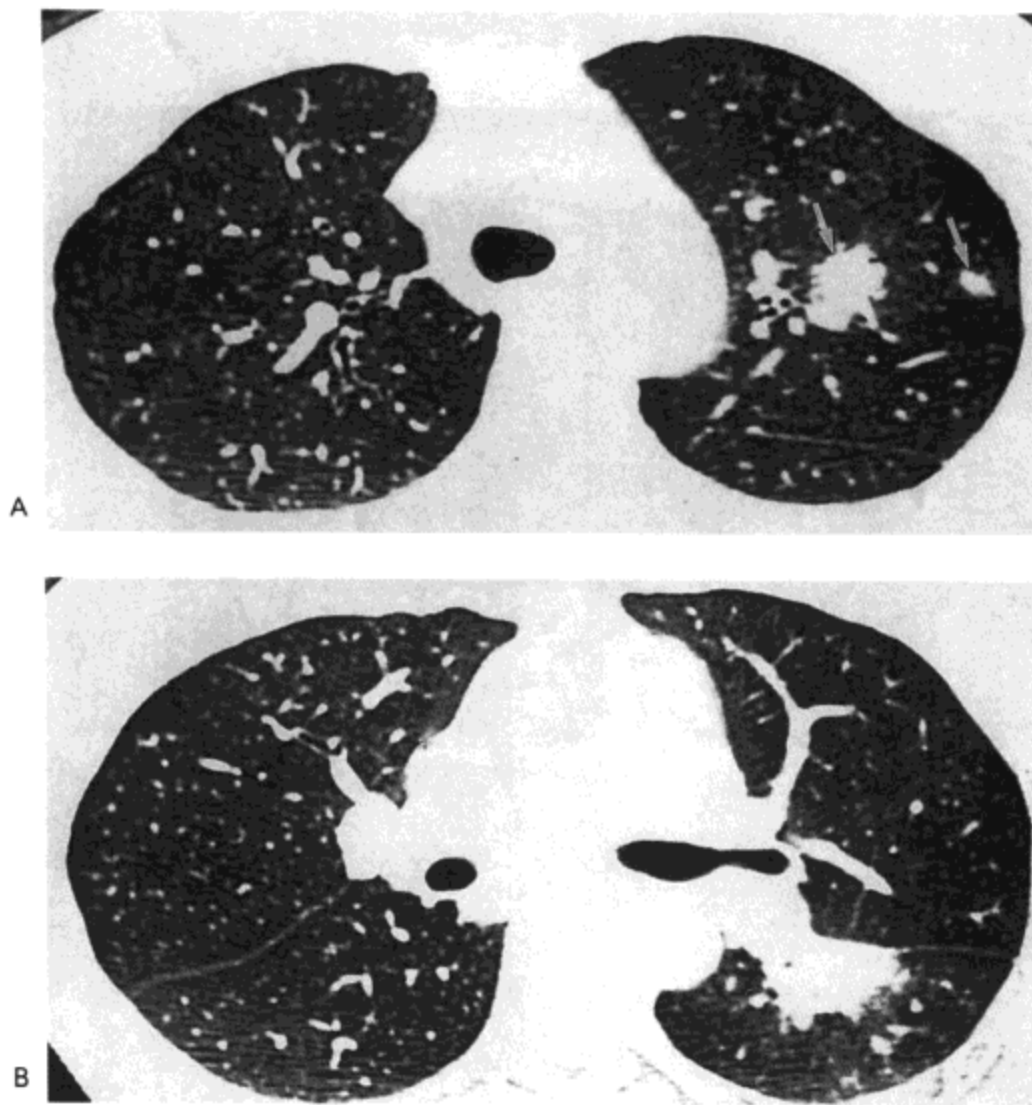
球孢子菌病。A: 支气管隆突水平高分辨率 CT (1.0mm 层厚) 影像示左肺上叶结节 (箭头)。B: 中间支气管水平影像示左肺下叶上段支气管周围实变与小结节。病人为一 30 岁的女性。(感谢韩国汉城 Ulsan 大学, Asan 医学中心放射科 Jin Sung Lee 医生提供)
